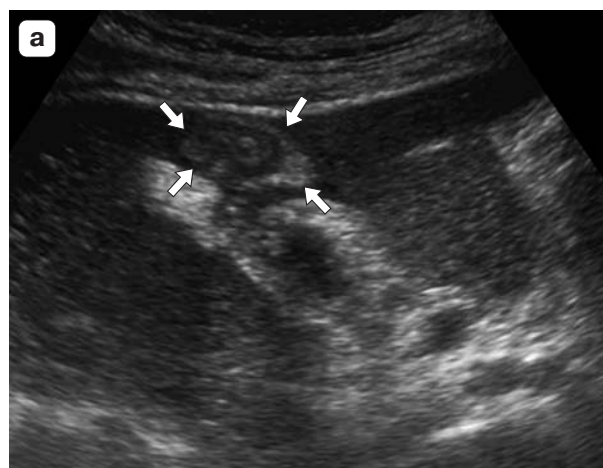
УЗИ-изображения образования желчного пузыря и воспалительной инфильтрации желчного протока. а – образование желчного пузыря с признаками инвазии в печень (стрелки) – хронический холецистит, который был принят за РЖП; б – воспалительный инфильтрат гиперэхогенной структуры вокруг холедоха (CHOLEDOH) толщиной 2,1 см (обозначен меткой В), холедох расширен до 0,7 см (обозначен меткой А).
